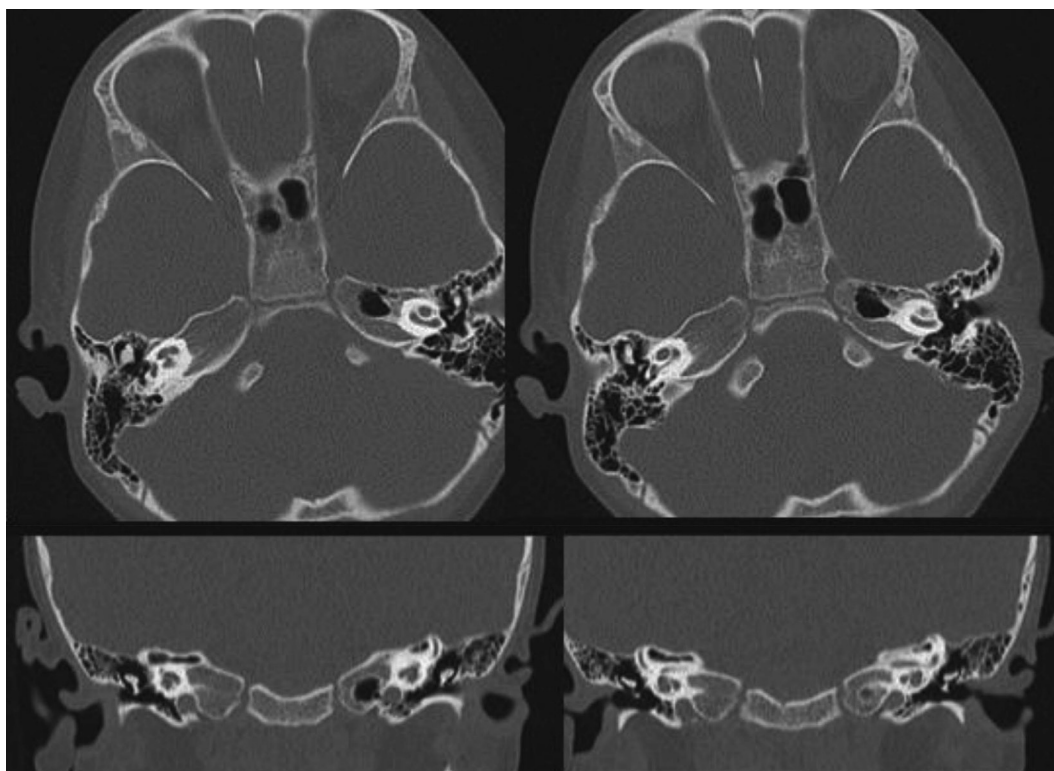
Non-enhanced temporal bone CT showing none-specific finding in middle ear, ossicles and fissula ante fenestram.
